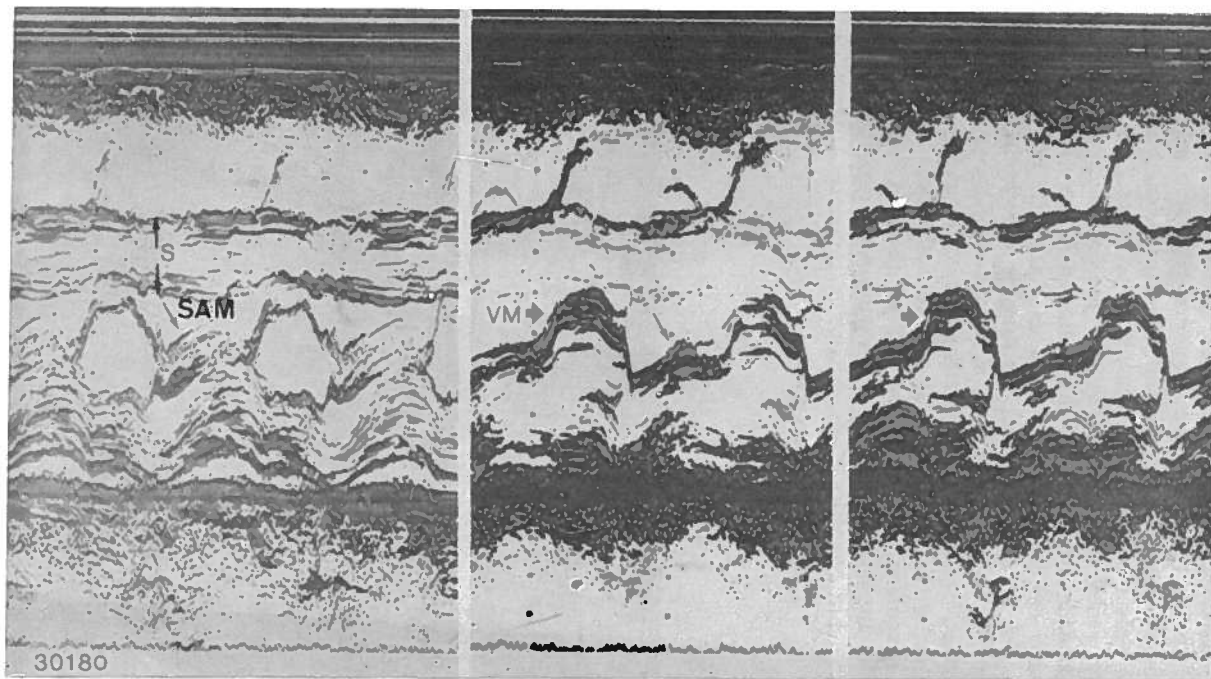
Caso 8a— *Cardiomiopatia hipertrófica*. Três aspectos obtidos com pequenas variações da angulação do feixe de ultrasons. A válvula mitral (VM) apresenta espessamentos lineares múltiplos em diástole e em sístole. Septo interventricular hipertrofiado ($S = 1.8$ cm). Pequeno derrame pericárdico (DP). SAM— movimento sistólico anterior.
